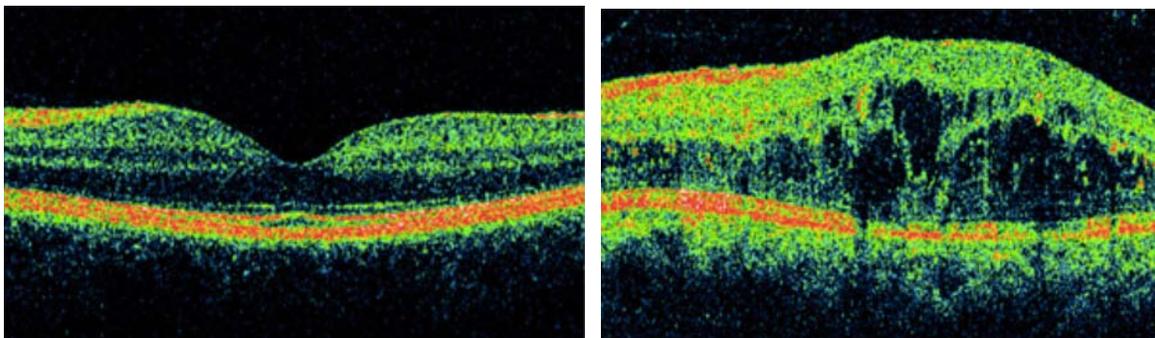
Tomografía de coherencia óptica de mácula. En la derecha se observa una arquitectura conservada de las capas de la retina que corresponde a ojo derecho. En la izquierda se aprecian zonas quísticas hiporeflécticas en capas externas de la retina suponiendo edema macular en ojo izquierdo.
